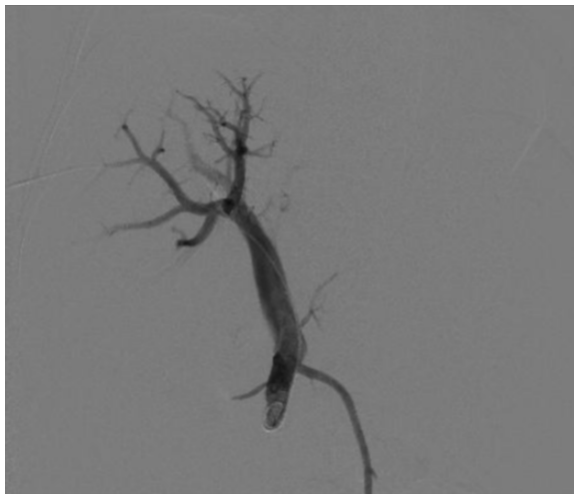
Пункция ветви воротной вены под ультразвуковым и рентгенологическим контролем
